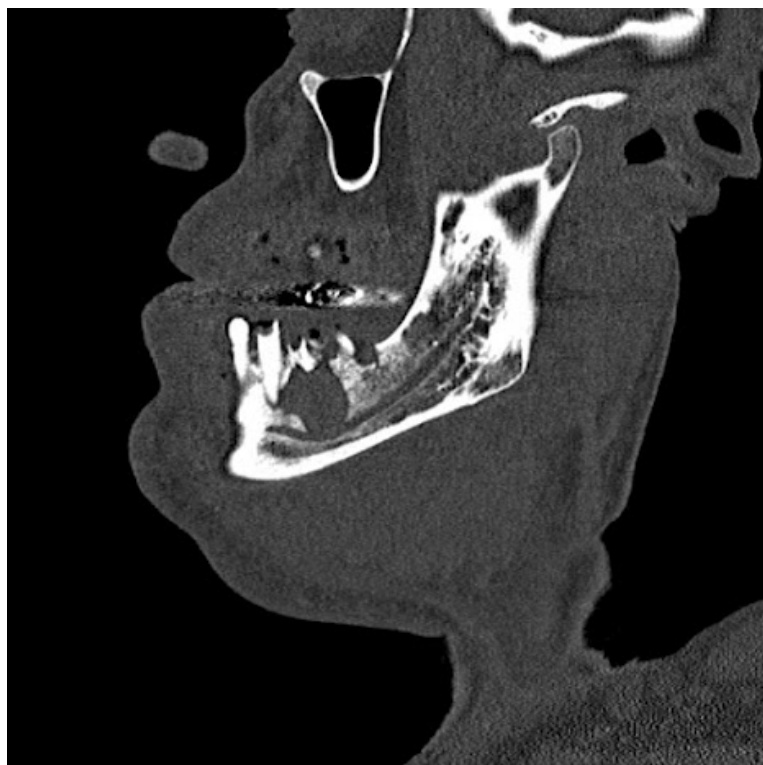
CT - Absces submandibulární oblasti při pokročilém kolemčelistním zánětu – axiální MPR- rekonstrukce
